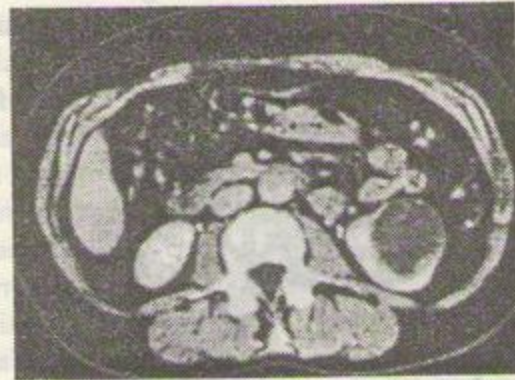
Examen CT cu substanță de contrast al rinichilor. Formațiune tumorală neopacifiată dezvoltată la nivelul rinichiului stâng (carcinom chistic cu celule renale).
